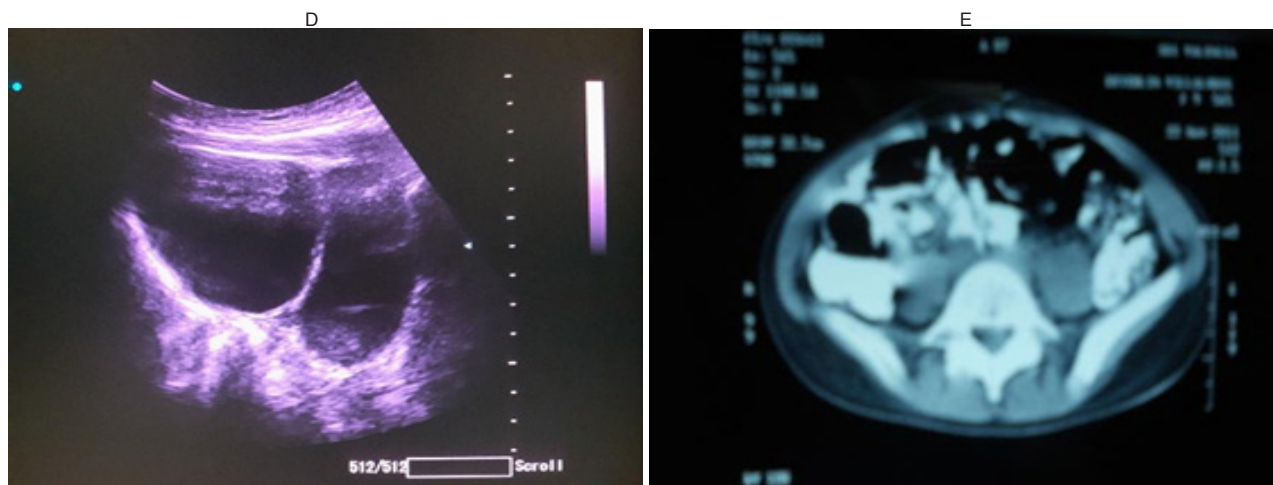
(D): ecografía pélvica transabdominal que muestra imagen compleja bilobulada para uterina izquierda predominantemente quística; (E): TAC de pelvis A nivel de T1: muestra LOE hipodensa con atenuación en rango líquido.
